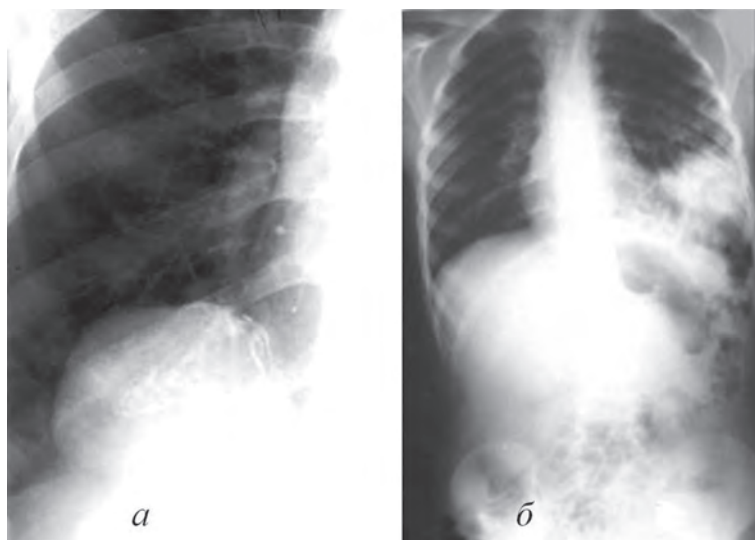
Рентгенологические признаки ущемлённой диафрагмальной грыжи:
